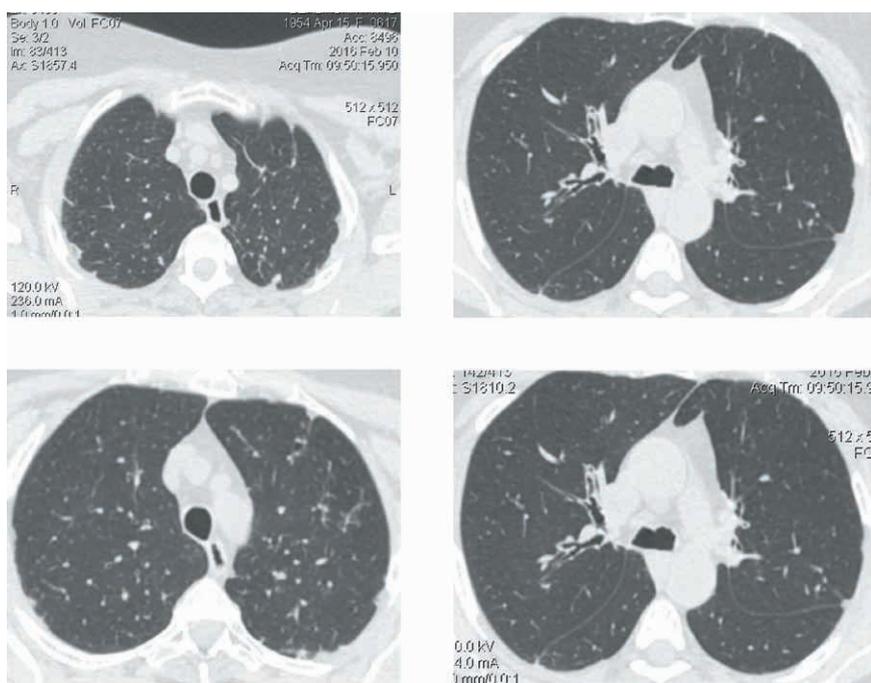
КТ: визуализируются единичные плотные очаги, деструктивные изменения не определяются
